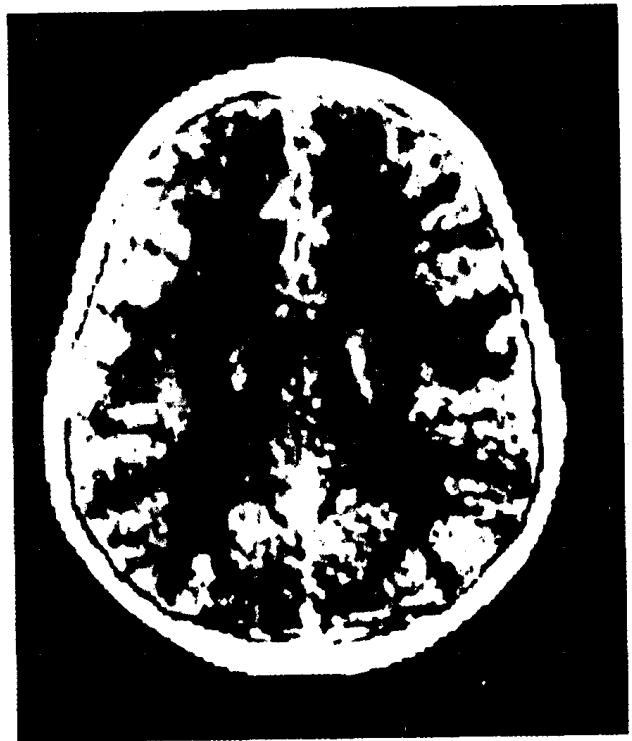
脑白质营养不良的 CT 扫描, 显示白质呈弥漫性低密度和头颅增大。临床上表现为运动退化
